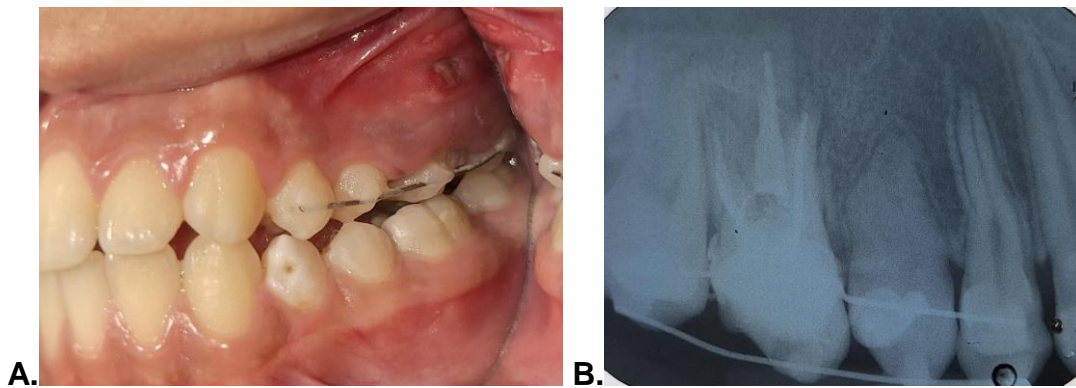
A) Presencia de tejido de granulación en fenestración OD 16. B) Radiografía dentoalveolar de seguimiento OD 16 reimplantado y ferulizado.
